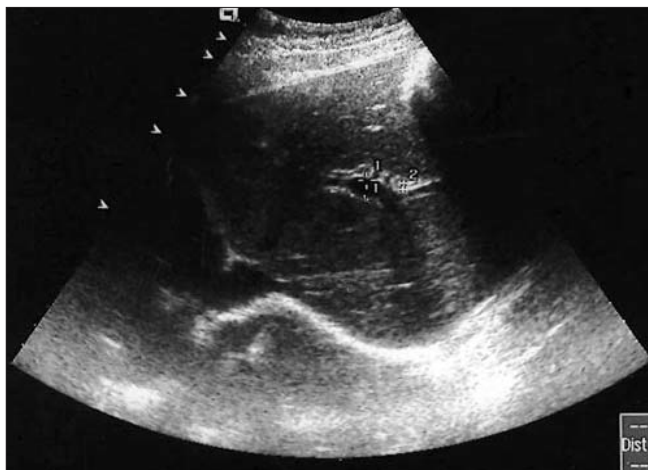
Aspect ecografic abdominal în primul caz
